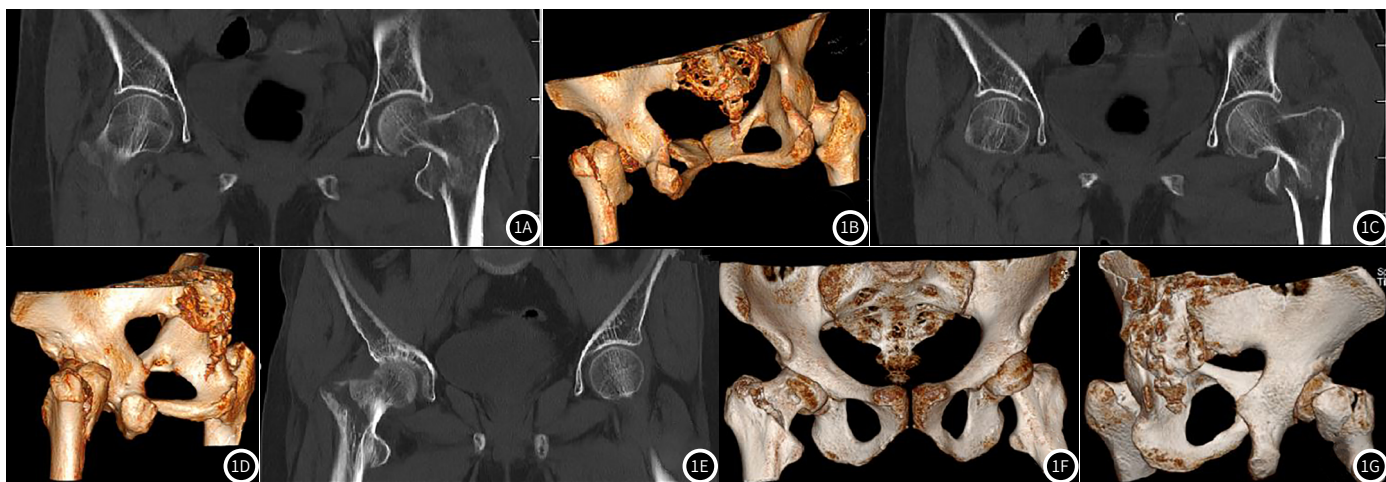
典型病例CT影像图。1A-1D：左侧股骨骨折，不同VR重建视角可见断端移位，粗隆粉碎性骨折；1E-1G：右侧股骨粗隆粉碎性骨折，VR重建显示股骨结构不完整。
